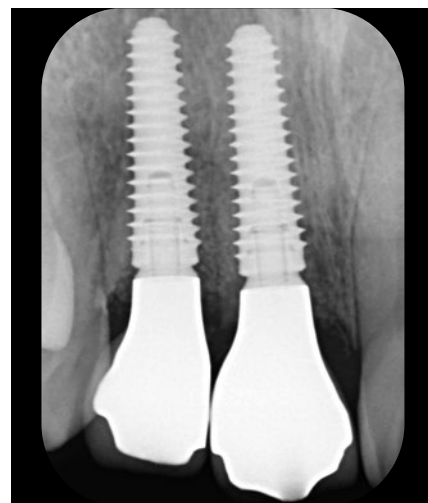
12：上部構造装着後のデンタルX線所見。
